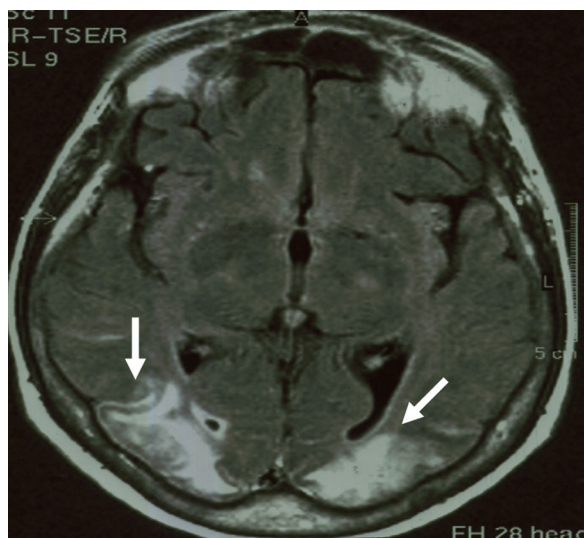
RMC en tiempo FLAIR. En el corte axial se observan lesiones hiperintensas bilaterales (flechas blancas), cortico-subcorticales extensas, en ambos lóbulos occipitales.
